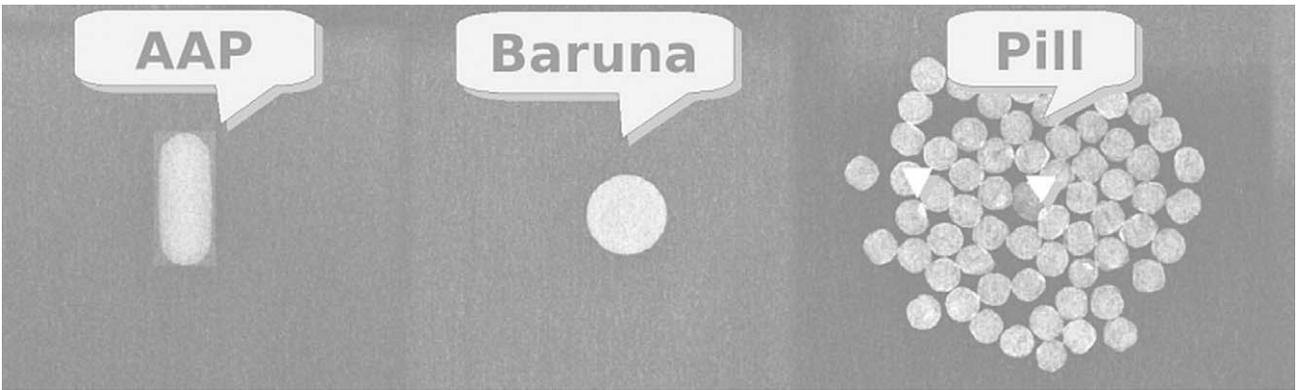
Pills which caused lead poisoning(right) showed metallic components in X-ray beams as compared with usual drugs
